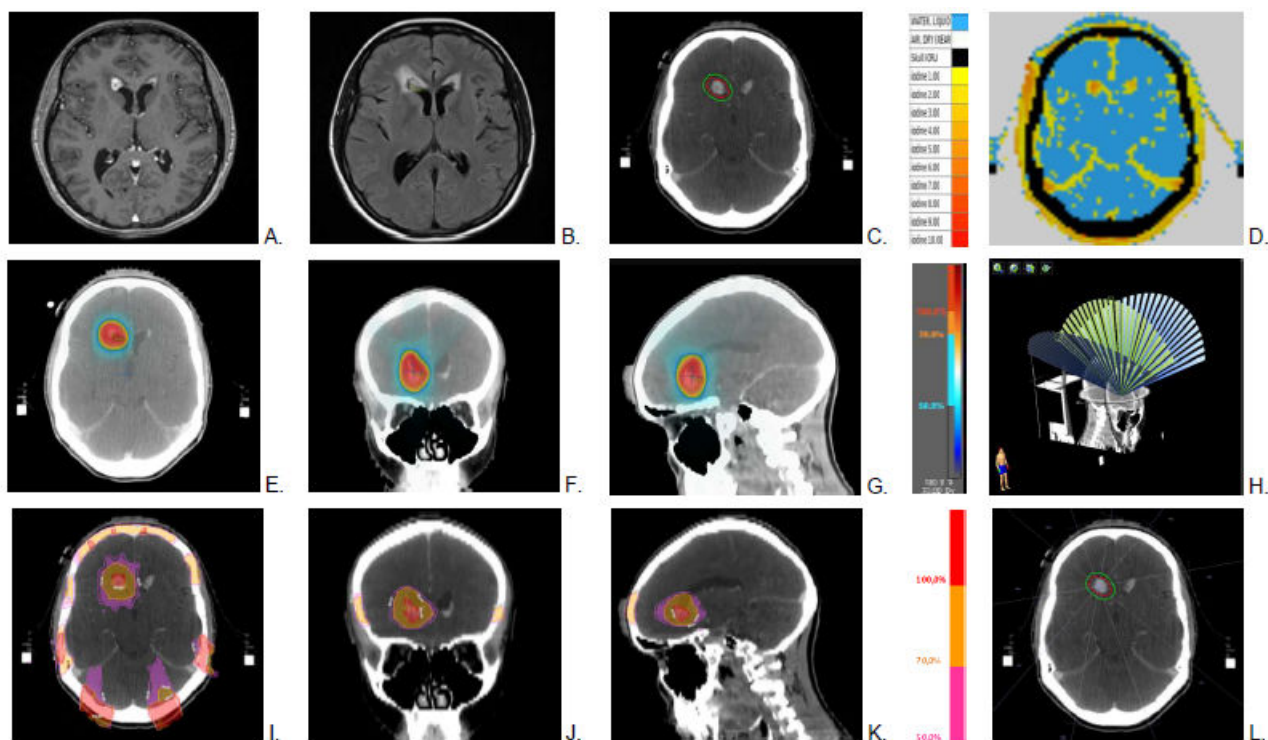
Radio-anatomie de la métastase cérébrale du patient 1 (coupes à l'isocentre de la métastase). (A) IRM T1 avec gadolinium. (B) IRM T2 FLAIR. (C) Scanner dosimétrique après injection du produit de contraste iodé. (D) Segmentation des matériaux iodés dans le TPS ISOgray. (E-G) Dosimétrie de la STEREO. (H) Balistique du traitement STEREO, 3 arcs dynamiques correspondant à 3 angulations différentes de table : 50° , 270° et 310° . L'angulation couverte par chaque arc s'étalait de 210° à 330° pour l'arc 1 et de 30° à 150° pour les arcs 2 et 3. Le collimateur multi-lames était tourné en position 270° . (I-K) Dosimétrie pour la SSRT en présence de produit de contraste iodé (SSRT/PdCI). (L) Balistique du traitement SSRT/PdCI, 10 faisceaux coplanaires : 10° , 40° , 80° , 130° , 160° , 190° , 220° , 260° , 310° et 340° .
